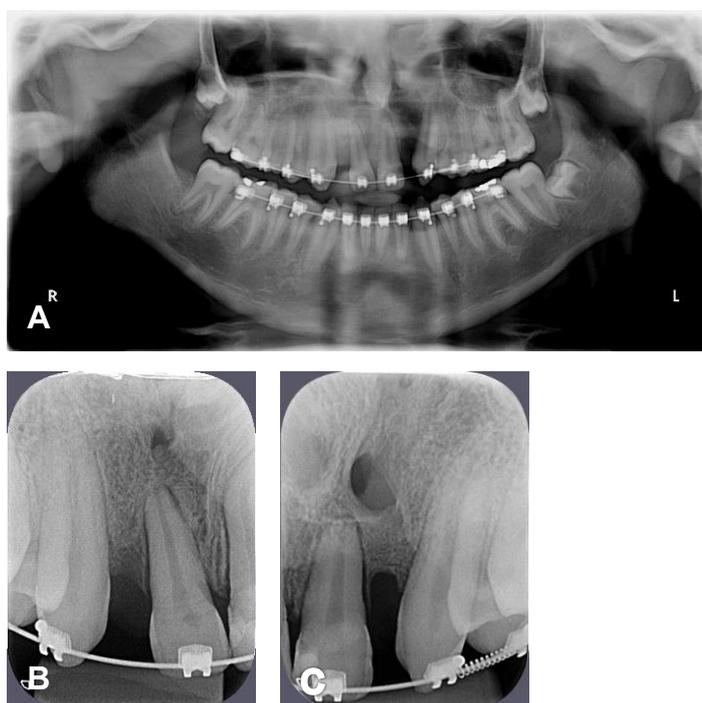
(A-C): Radiografia panorâmica após enxerto ósseo e radiografia periapical mostrando o defeito apical presente no lado esquerdo.
